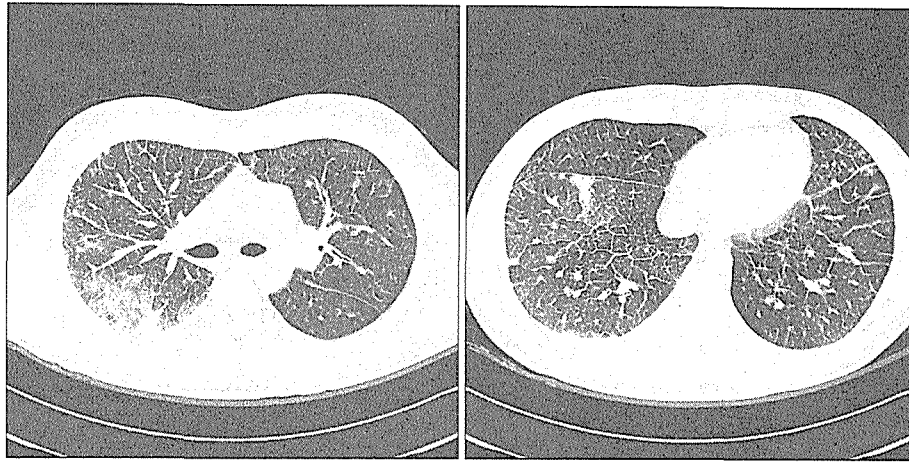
The chest CT reveals interlobular septal and peribronchovascular interstitial thickening. It shows patchy areas of ground glass opacity in both lungs and consolidation in right upper lobe.
